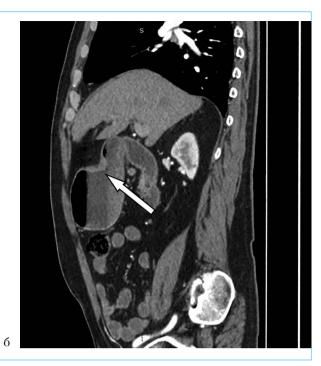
МСКТ органов брюшной полости с контрастным усилением: а - фронтальная плоскость. Циркулярное утолщение стенки желудка в антральном и пилорическом отделах желудка с распространением на привратник; 6 - сагиттальная плоскость
